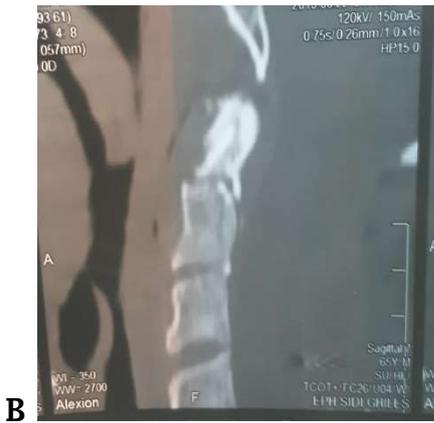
Le scanner préopératoire (A) du patient n°1, et les images fluoroscopiques peropératoires en vues latérales (B, D) et en bouche ouverte (C) ; les radiographies latérales faites à 6 mois (E) et le scanner fait à un an (E, G).
